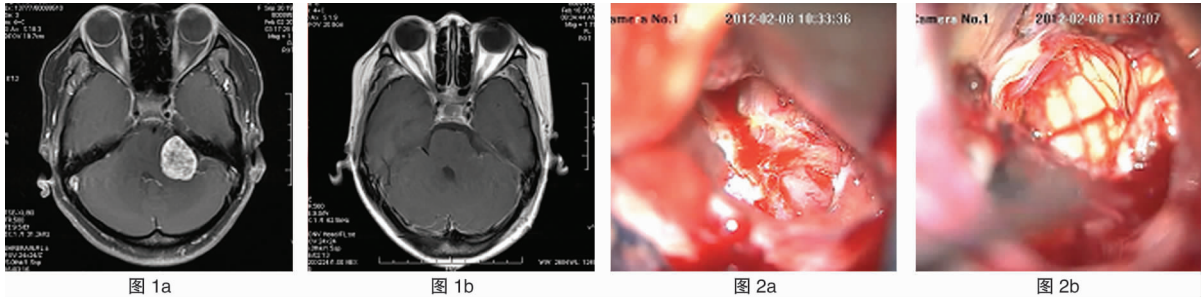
1例中型听神经瘤患者手术前后磁共振增强扫描成像。a:术前MRI;b:术后MRI示肿瘤全部切除,脑干受压部位形态较术前好转 图2 同例患者术中显微镜下所见:a:牵开小脑显露小脑脑桥角区域肿瘤,肿瘤包膜与脑组织粘连紧密;b:神经电生理监护下肿瘤全切后解剖保留完整的面听神经及其供血动脉,面神经受压变薄变细,位于术野的左上角
